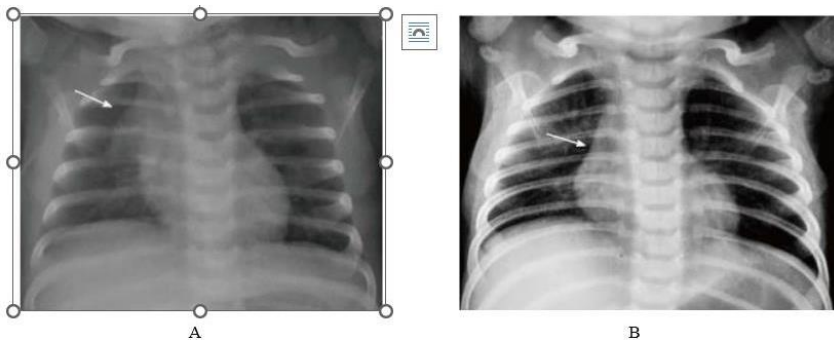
A - Radiografia toracică frontală a unei fetei de 2 luni cu tuse. Glanda timus este proeminentă, dar dimensiunile sunt în limitele normale. Observați impresia coastelor anterioare pe timus producând „semnul de undă” (săgeată).
